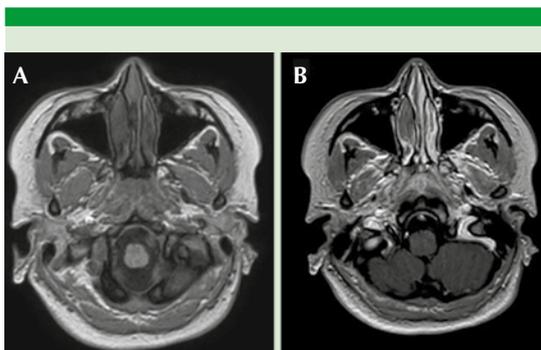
Resonancia magnética en plano axial. A. T1 simple que muestra una lesión heterogénea e isointensa al músculo localizada en el cornete medio derecho. B. T1 con contraste que muestra que no hay realce con contraste en la lesión.
